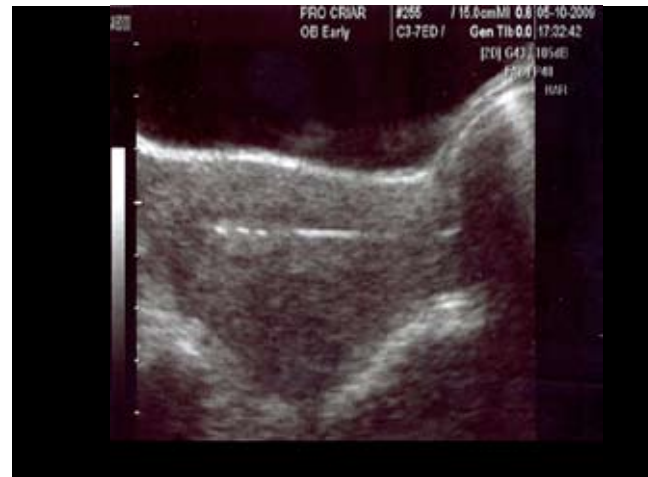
Visualização das gotas com meio de cultivo e embriões na cavidade endometrial por ultrassonografia.
